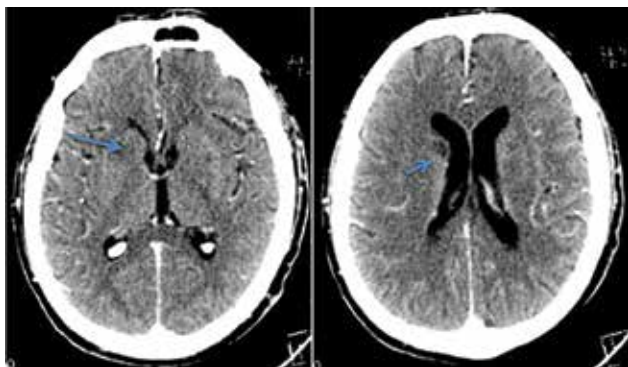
Cortes axiales de tomografía computarizada de cráneo con medio de contraste, en los cuales se evidencia lesión localizada hacia el brazo anterior de la cápsula interna y subependimaria del lado derecho, de aspecto hipodenso y con realce periférico, leve edema adyacente.
